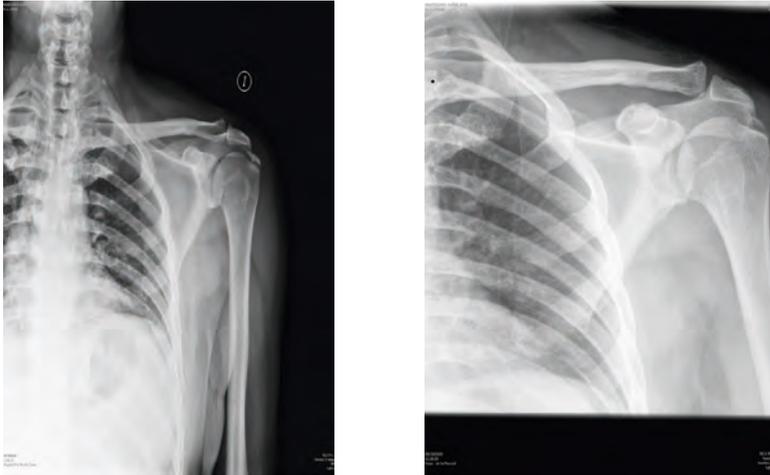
A la izquierda imagen RX de calcificación en tendón supraespinoso izquierdo en varón de 64 años. A la derecha, imagen del mismo paciente meses más tarde tras recibir protocolo de ultrasonidos para tendinitis calcificante en base a los trabajos de Ebenbichler aplicado en el Hospital La Merced de Osuna.
